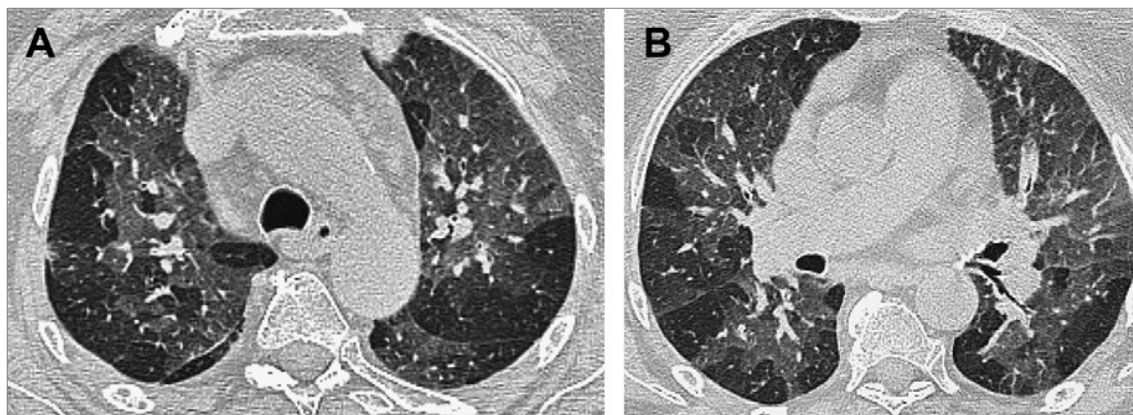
Mulher, com falta de ar e bronquiolite obliterante secundária à artrite reumatóide. TC de alta resolução realizado durante a expiração demonstra centros radiotransparentes de aprisionamento aéreo.
